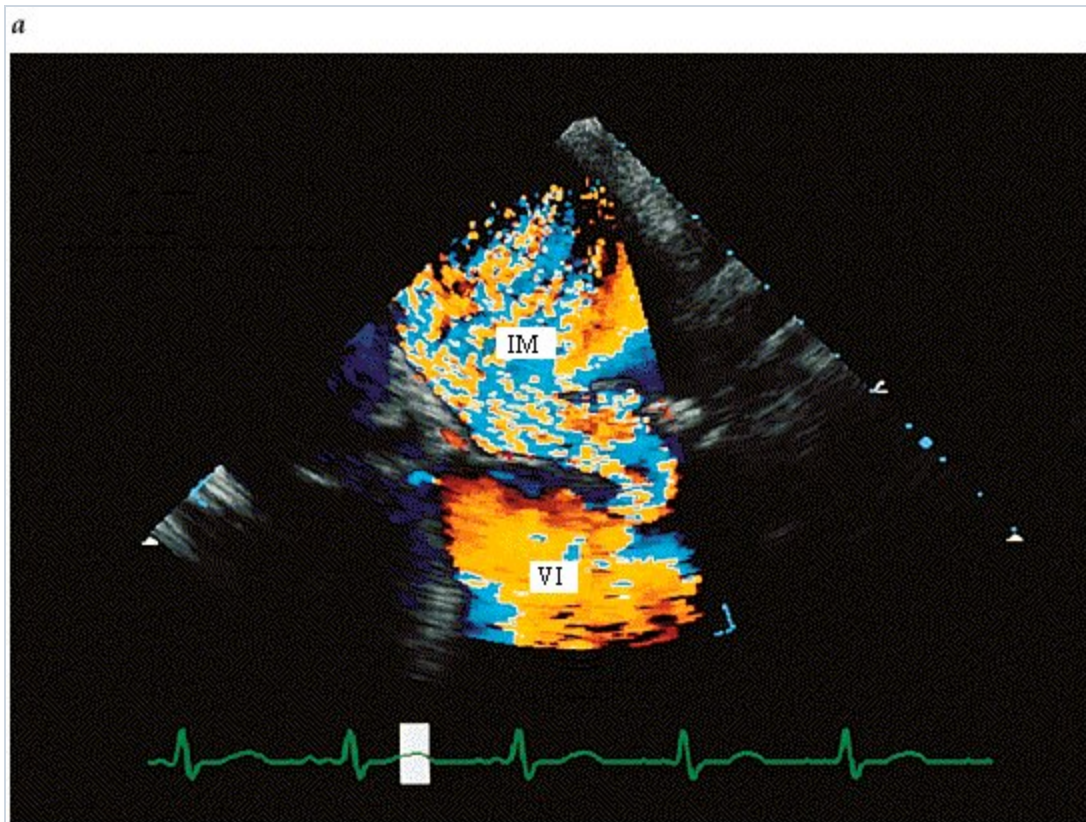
Insuficiencia mitral mixomatosa Ecocardiograma transesofágico de un paciente con insuficiencia mitral (IM) mixomatosa antes (a) y después (b) de la reparación de la válvula mitral.
